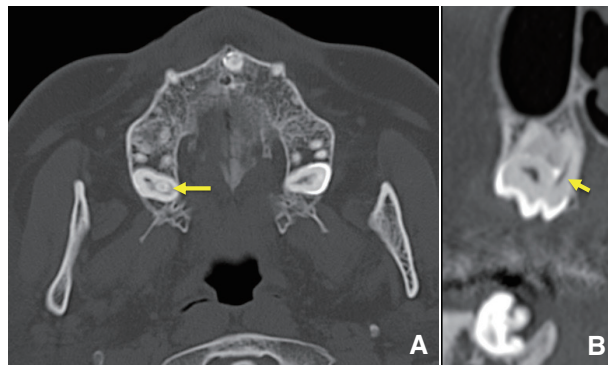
初診時のCT。上顎右側智歯の歯髄内にhigh density structureが陥入している(矢印)。陥入しているものはエナメル質や象牙質と同じdensityを有し、内部には歯髄と同様のlow density areaを認める。
